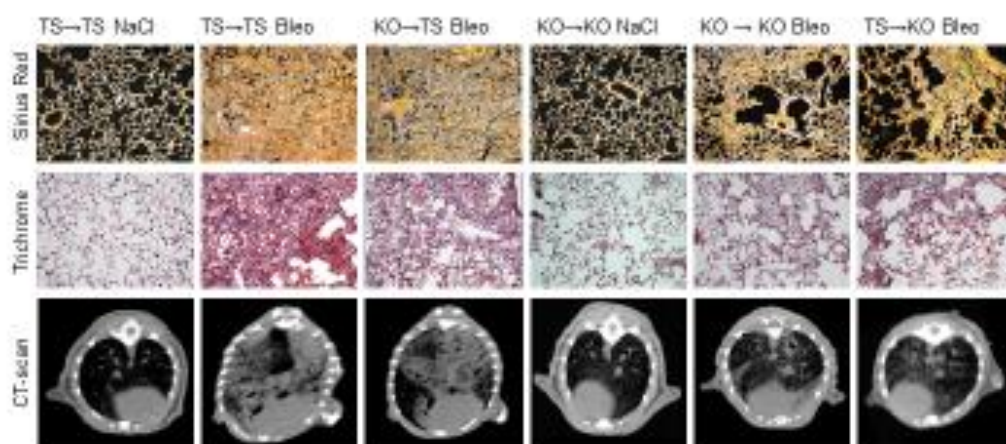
Imagini reprezentative de CT pulmonar, colorații Trichrome și Sirius Red la șoarecii chimerici tratați cu bleomicină intratraheal sau control.
